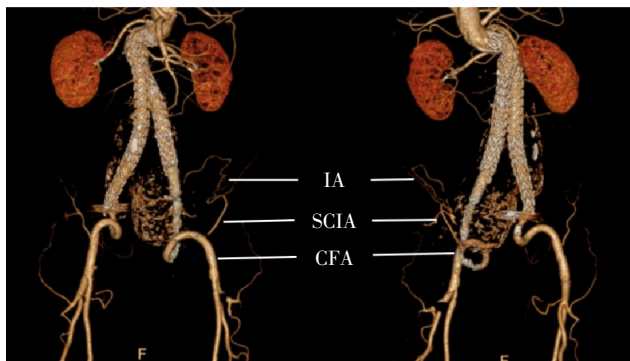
CFA-SCIA-髂腰动脉 (iliaolumbar artery, IA)-IIA侧支CT三维重建图
